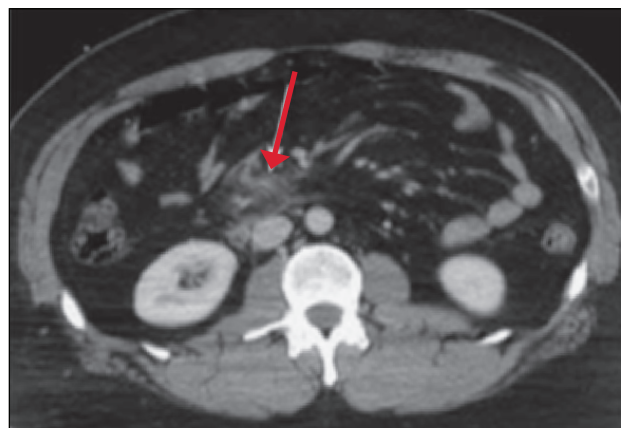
TC de abdomen que muestra aumento de densidad del mesenterio compatible con un hematoma.
